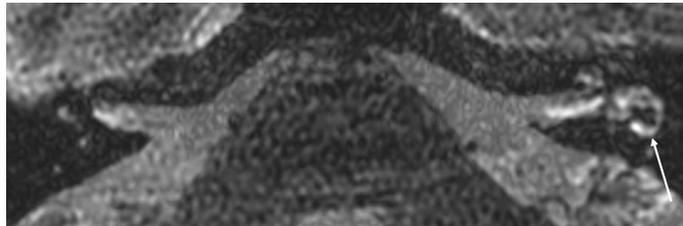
Объединенный вид ИП FLAIR и FIESTA, слева — диффузно повышенное контрастирование на уровне базального завитка улитки, латерального полукружного канала слева
